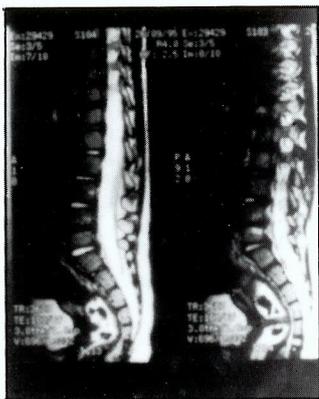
Ressonância Magnética Nuclear (RMN) da coluna vertebral, imagem T1, corte sagital, revelando alteração de sinal do disco L4/L5 e diminuição do espaço intervertebral.
